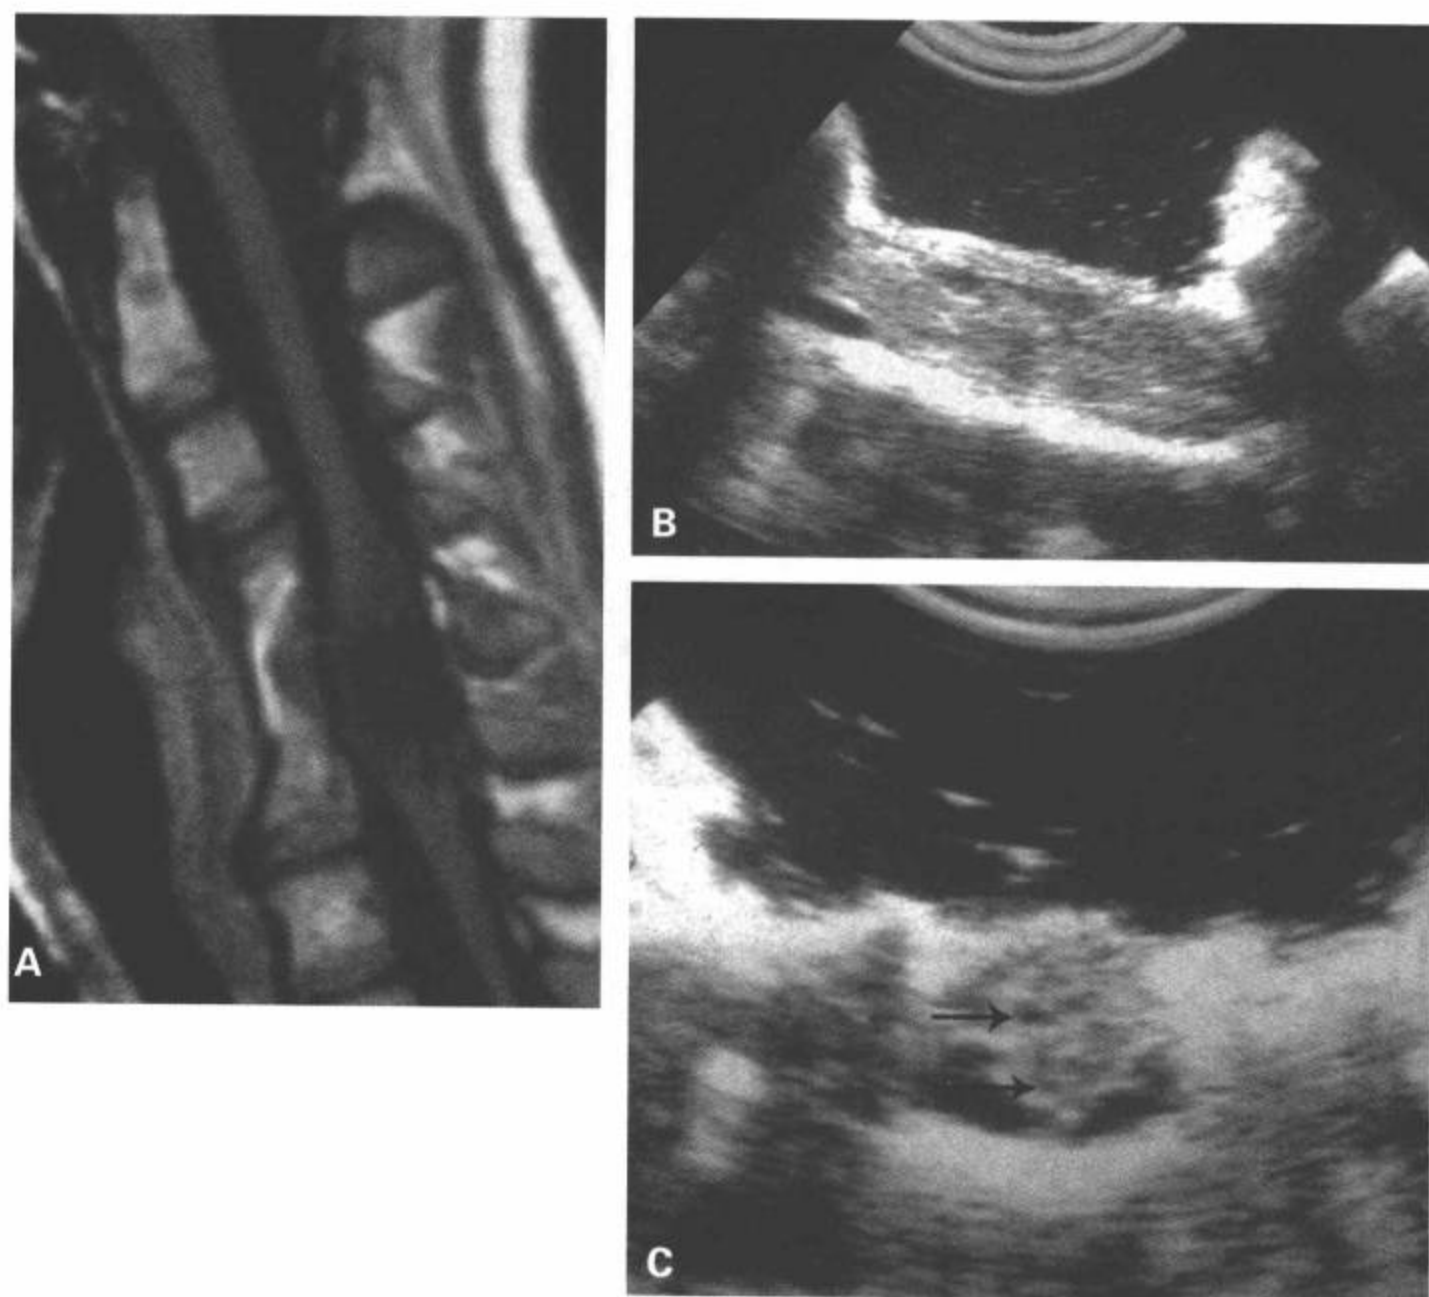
扩张的微囊性脊髓软化。T1 加权矢状面图像 (A) 显示扩张的脊髓呈低信号, 但略高于脑脊液的信号。病变边缘不清而且不规则, 为典型的脊髓软化。显示脊髓的异常信号位于中心, 直接与以前的前路颈椎间盘切除和融合的创伤性脊髓损伤部位相对应。后路椎板切开后的术中超声矢状面 (B) 和横断面图像 (C) 显示硬膜增厚、脊髓扩张、背侧栓系和不均匀高回声信号伴小的无回声性微囊肿 (箭)。(Reproduced from Falcone S, Quencer RM, Green BA, et al. Progressive posttraumatic myelomalacic myelopathy (PPMM): imaging and clinical features AJNR. 1994;15(4):747-754, with permission.)
